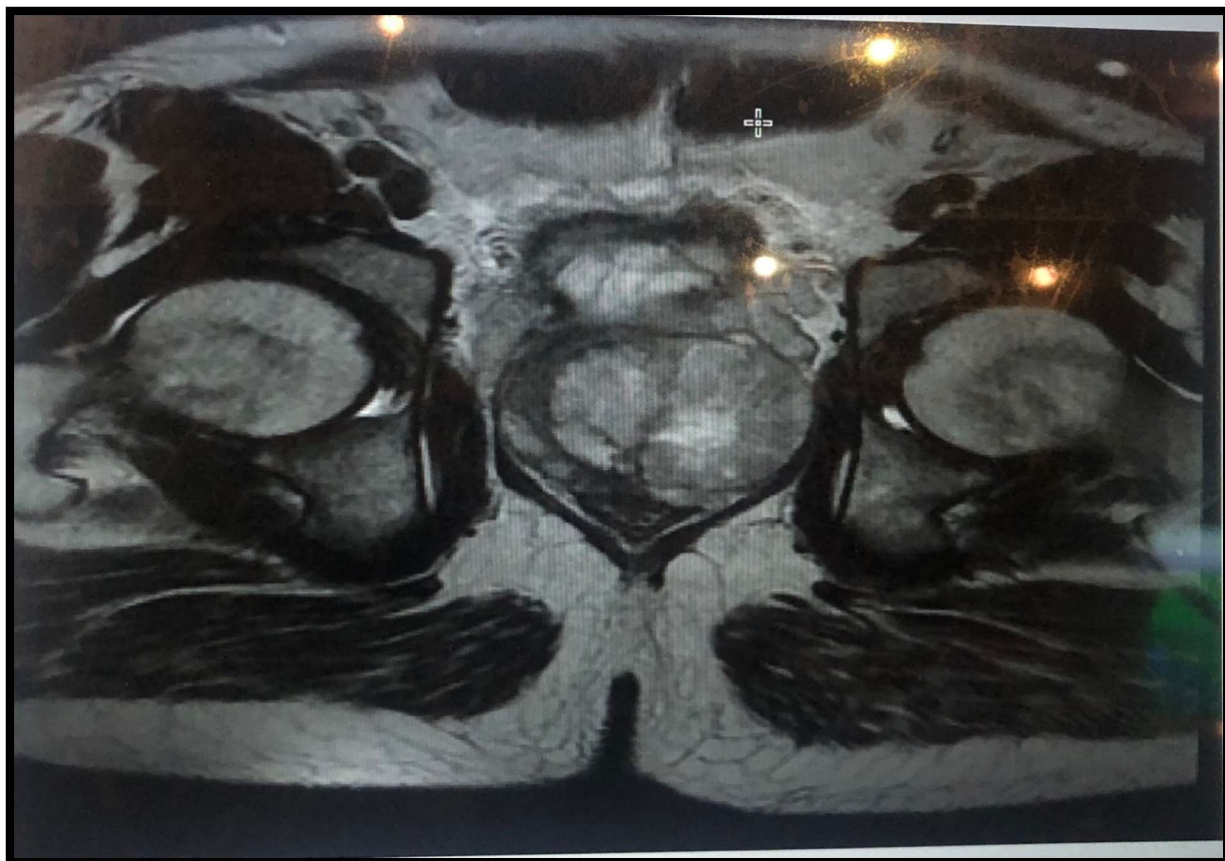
IRM abdomino-pelvienne ; coupe transversale montrant une masse hétérogène de la prostate avec envahissement des vésicules séminales.
